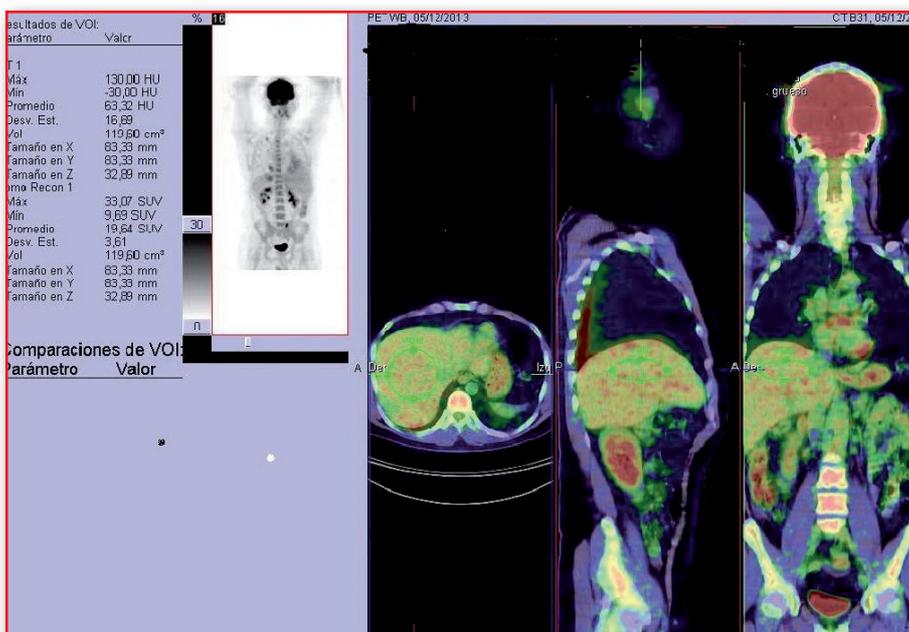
Paciente en el que el SUV máximo hepático era de 33,07. Al revisar la dosis inyectada y corregirla, el SUV pasó a ser 2,8, dentro de lo esperado.
